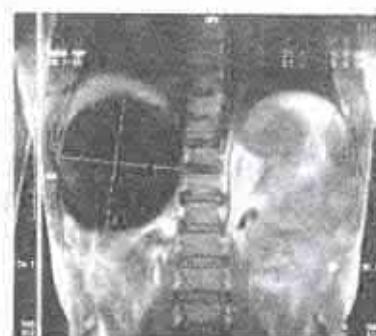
RMN. Chist hidatic hepatic.
